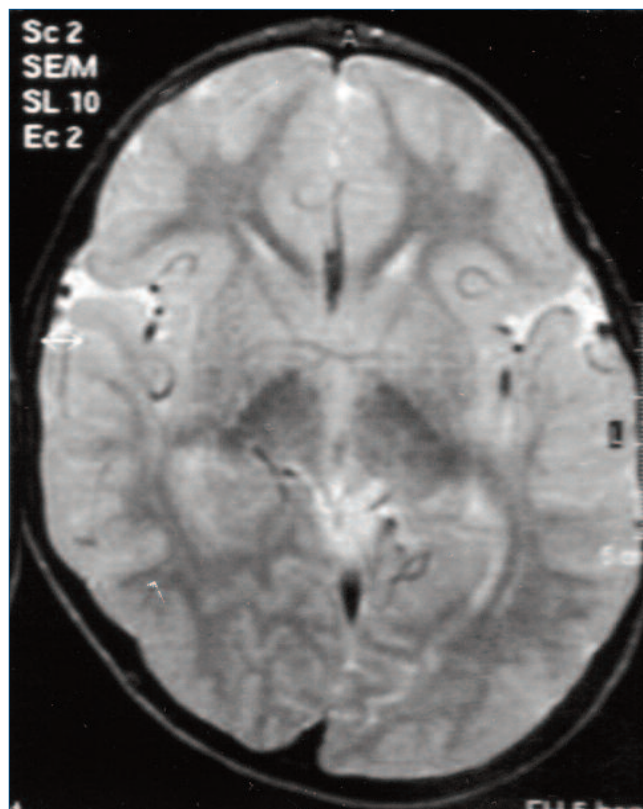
RMN: lieve aumento dell'emisfero posteriore destro
